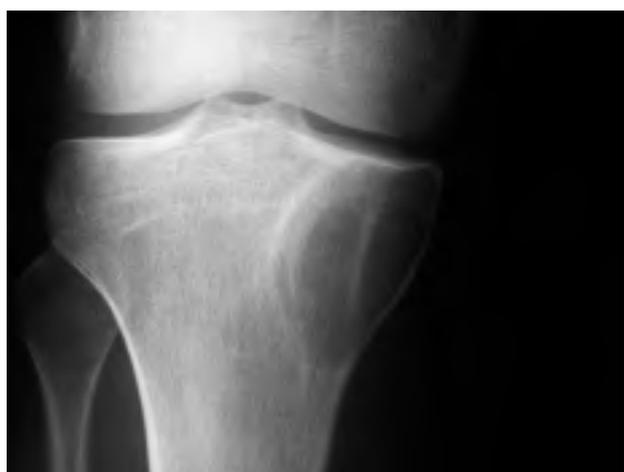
RDX anteroposteriore. Si evidenzia a livello metafisario un'area osteolitica con interessamento dell'osso sub-condrale dell'emipiatto tibiale mediale. L'area osteolitica presenta quasi completo assottigliamento della corticale mediale metafisaria e sfumato orletto di sclerosi laterale. Non presenza di pseudo cavità, assenza di calcificazioni radiografiche.
